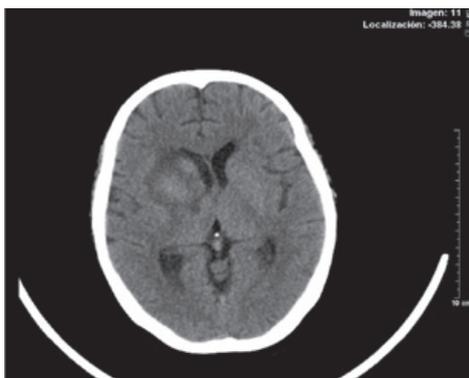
TAC control 2 meses
